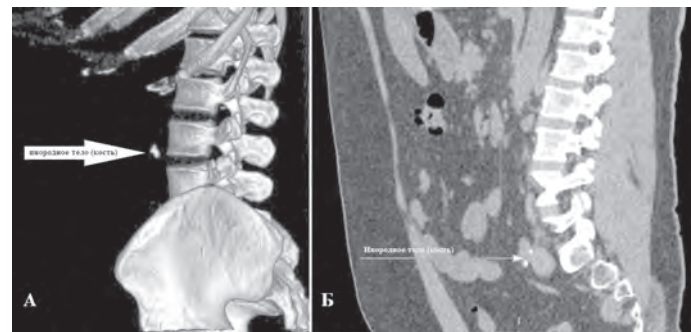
Мультиспиральная компьютерная томография. Визуализируется инородное тело (кость) на 3D реконструкции (А) и в сагитальном срезе (Б)
